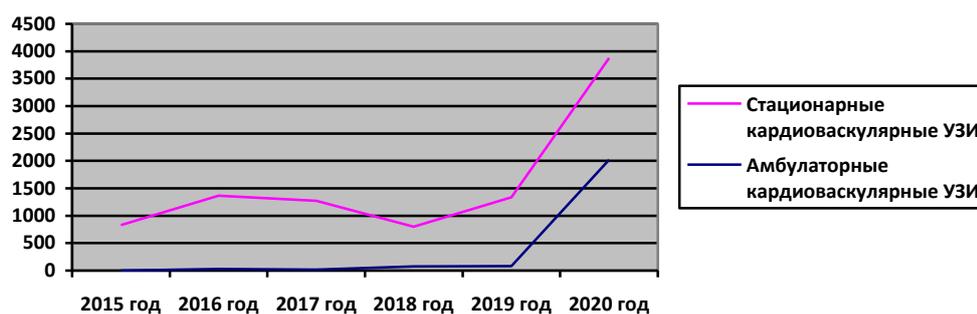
Соотношение амбулаторных и стационарных кардиоваскулярных УЗИ (в абс. числах)
